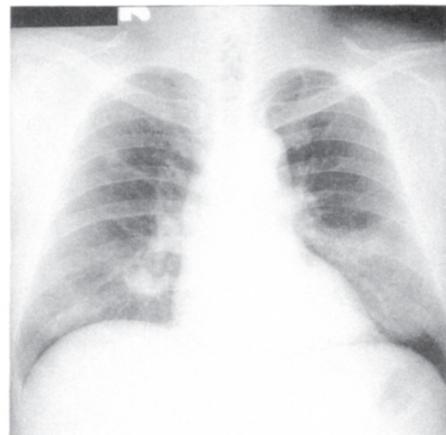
胸部単純写真 (1993.5.26)
